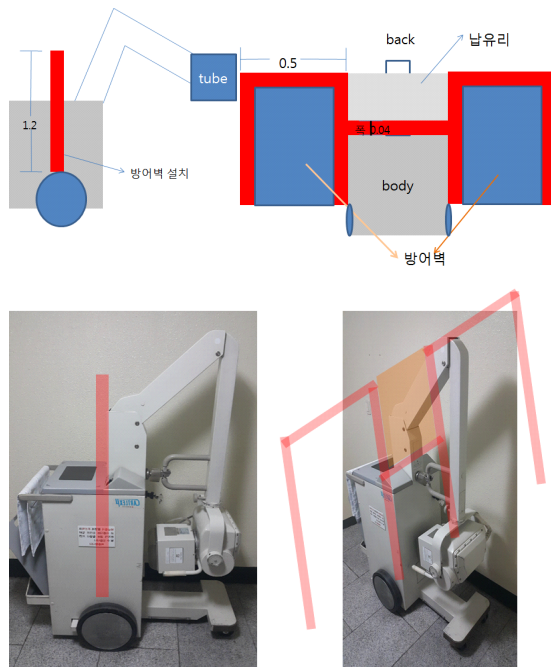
Mobile X-ray Generator Production assembled Shield Image (m).
